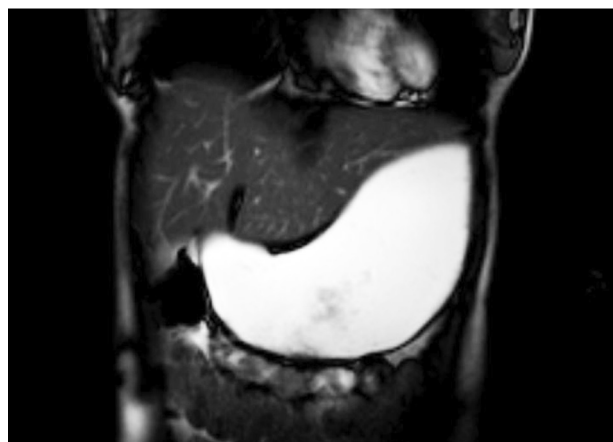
МРТ желудка пациента с ПДС через 5 минут после нагрузочного питьевого теста. Режим T2, корональная проекция.
